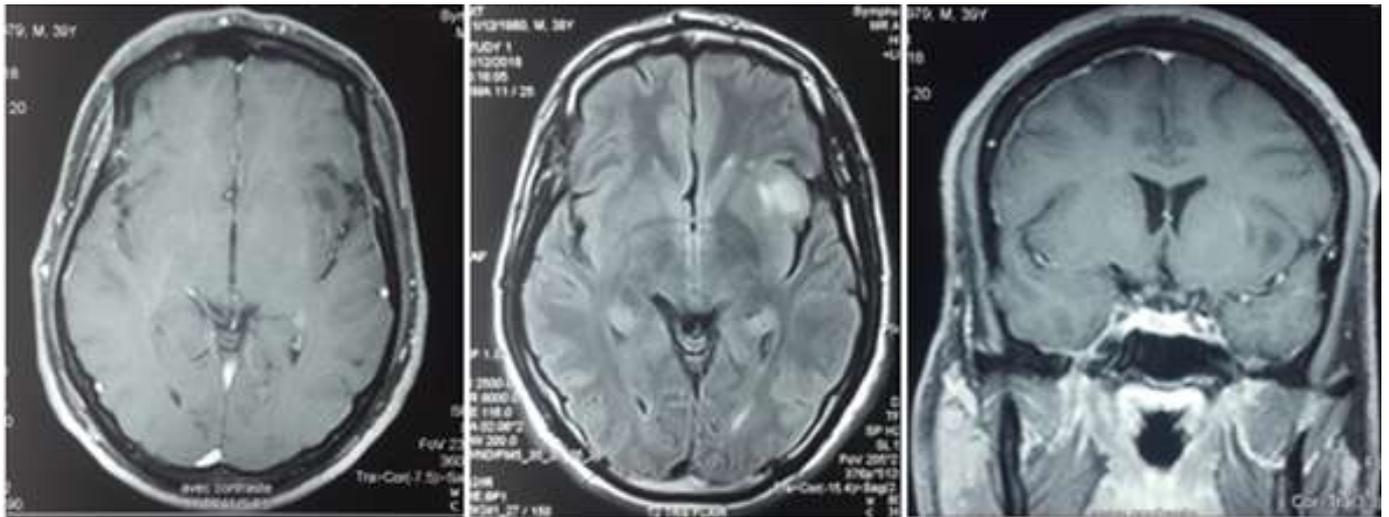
IRM cérébrale montrant une lésion temporelle droite en hypo signal T1 et en hyper signal T2 flair ne prenant pas le gadolinium
